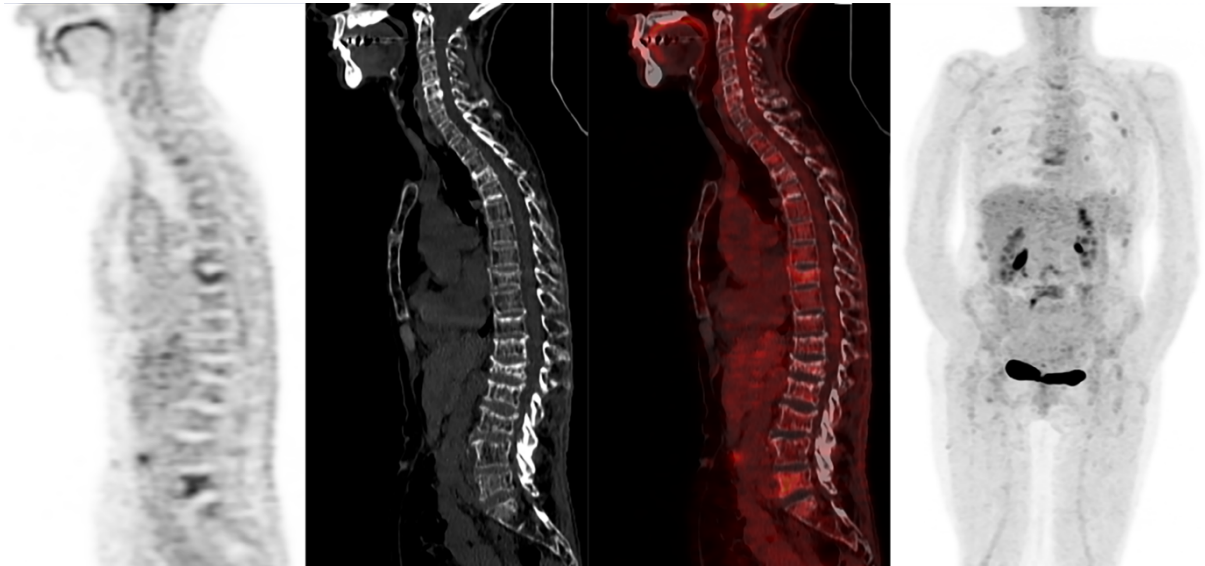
62-year-old female with ISS1 kappa IgG Multiple Myeloma. Sagittal 18-FDG PET images show a mild and diffuse bone marrow uptake of the spine assorted with focal uptakes of few vertebral bodies. Sagittal CT images show multiple vertebra fractures and a diffuse alteration of bone density. Other focal uptakes are seen within the ribs. Bone marrow biopsy showed 41% of clonal plasma cells. Whole-Body Diffusion-Weighted MRI was negative for diffuse disease. Visual analysis of 18-FDG PET/CT images was wrongly positive. The machine learning algorithm correctly predicted the absence of diffuse disease.
